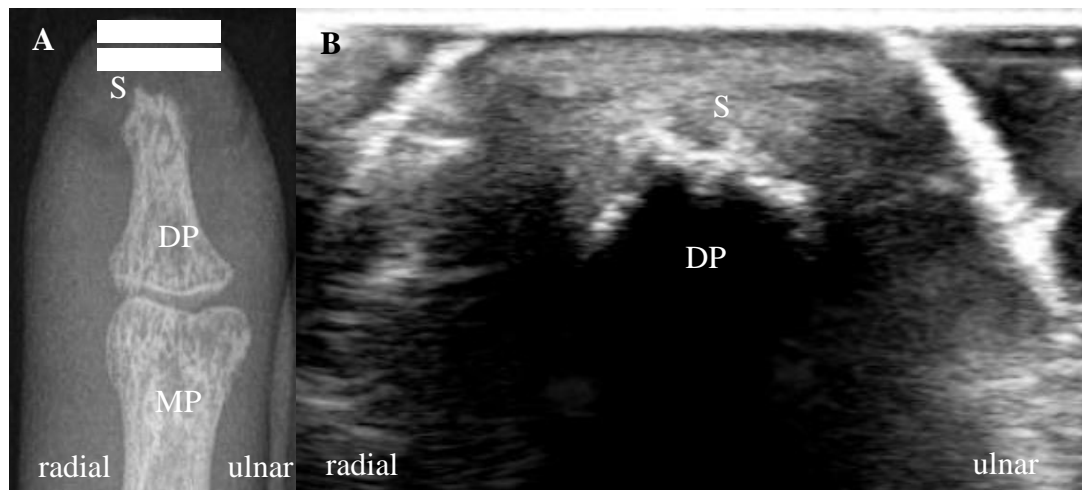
Endglied der 3. Phalanx der rechten Hand in der Röntgen- und Ultraschalldiagnostik
